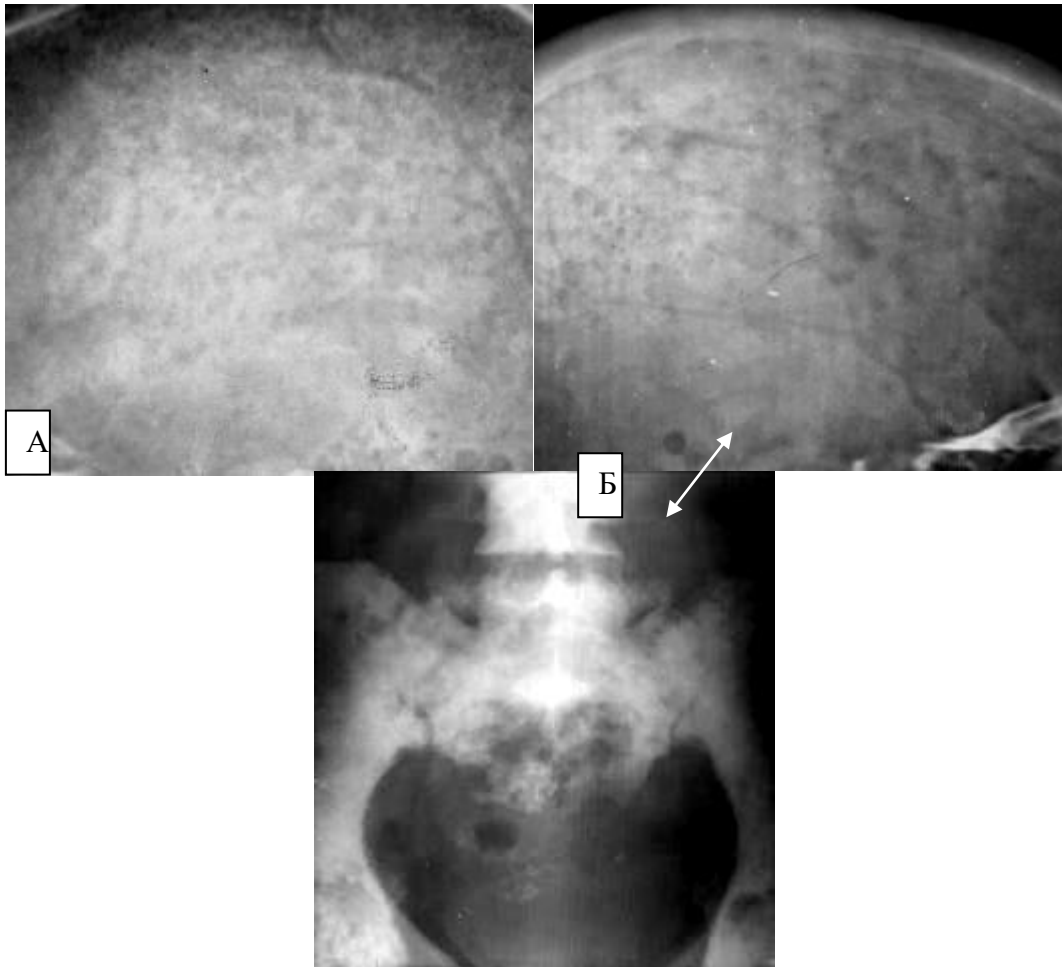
Фрагменти рентгенограм у бічній і прямій проекціях різних пацієнтів. Метастатичне ураження кісток черепа і таза у хворих мієломною хворобою (А) і метастазами раку молочної залози (Б) – у кістках склепіння черепа визначаються численні вогнища деструкції – однотипні при мієломній хворобі та поліморфні при раку молочної залози, але при цьому (у цієї ж пацієнтки – Б) у кістках таза й хребті наявні численні склеротичні метастази.
